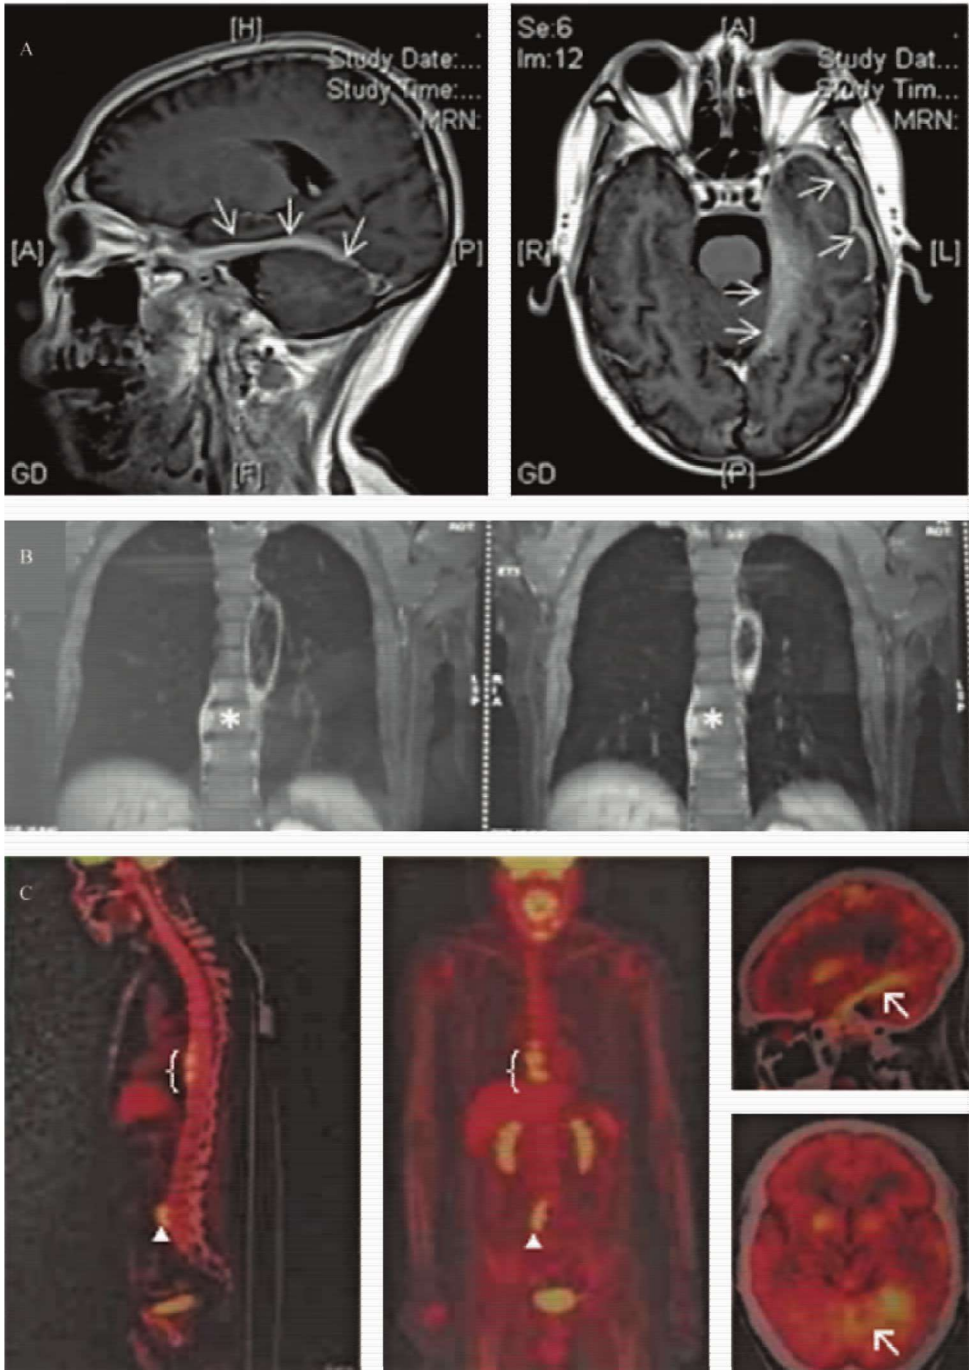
头颅 MR、胸椎 MR 及 PET-CT 表现。A. 头颅 MRI 增强提示硬脑膜明显增厚强化(←);B. 胸椎 MR 提示 T8-10 椎体信号(*)异常伴右侧椎旁软组织肿胀;C. PET-CT 提示后纵隔软组织影(∪)、右侧髂总动脉(▲)、脑膜(∖)局灶 FDG 代谢增高。
